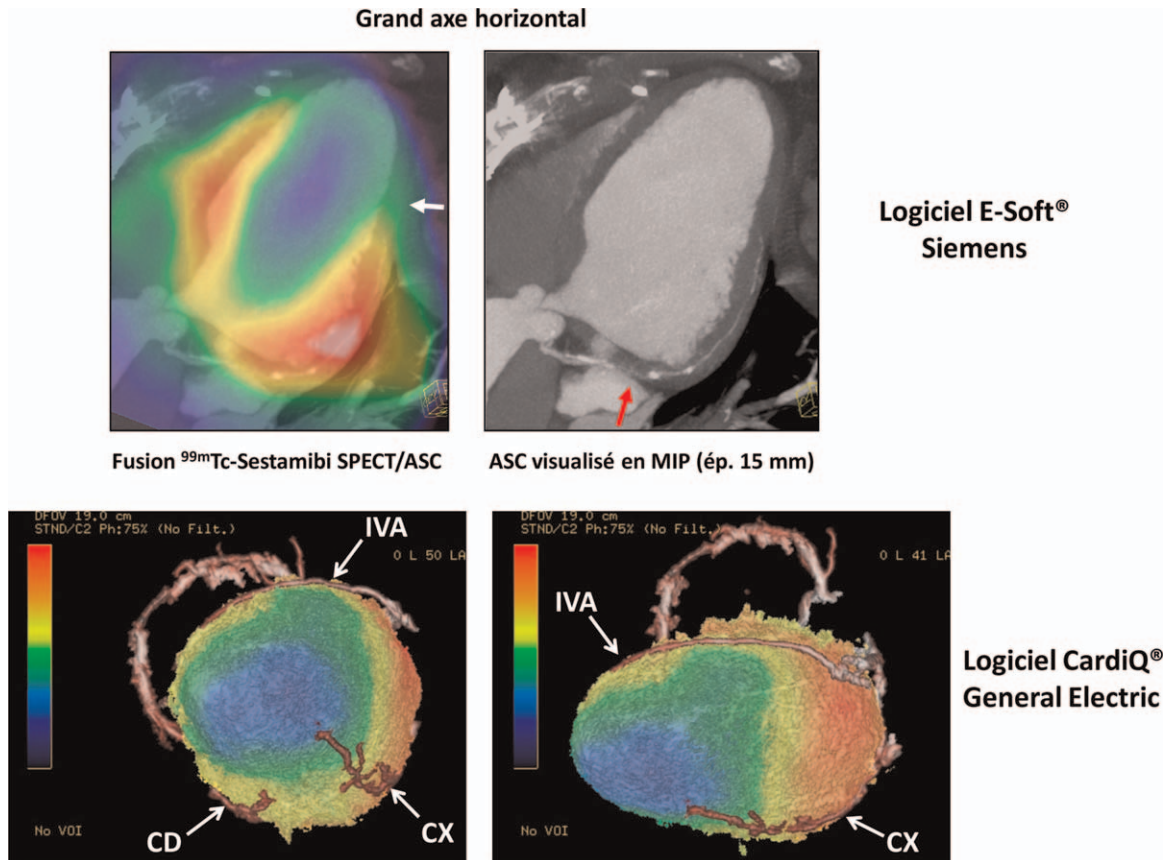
Exemple chez une patiente pour laquelle l'analyse initiale en tomoscintigraphie myocardique décrivait un infarctus dans le territoire de l'artère interventriculaire antérieure (IVA) et une ischémie inféro-latérale imputée à la coronaire droite (CD) et/ou la circonflexe (CX). L'analyse en fusion utilisant le logiciel E-Soft® (grand axe horizontal représenté sur l'image de gauche) met en évidence une lacune de perfusion latérale (flèche blanche) et l'analyse simultanée de l'angioscanner coronaire (représentation en MIP sur l'image de droite) objective une sténose serrée d'une latérale de la CX (flèche rouge) expliquant probablement l'ischémie. L'analyse de ces images avec le logiciel CardiQ® (images en 2^{ème} ligne) confirme la localisation de l'ischémie dans le territoire de la CX.
